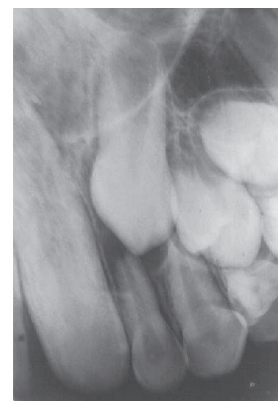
Radiografia periapical dos elementos 63 e 62 no dia do acidente.
